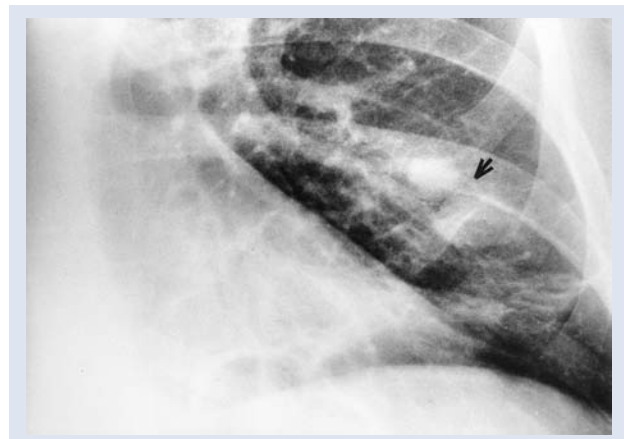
Рентгенограмма нижней доли левого легкого пациента с легочной артериовенозной аномалией.
